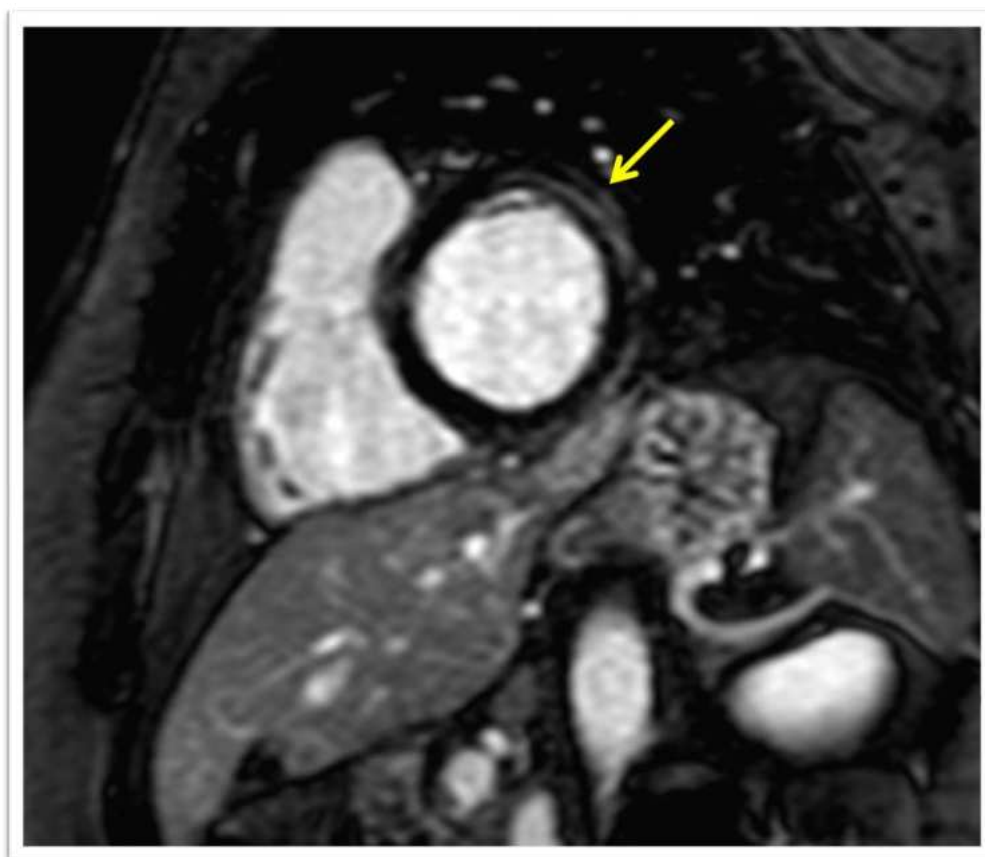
Ressonância magnética cardíaca exibindo realce mesocárdico em região ínfero-basal lateral (seta amarela), sugestiva de miocardite viral.
